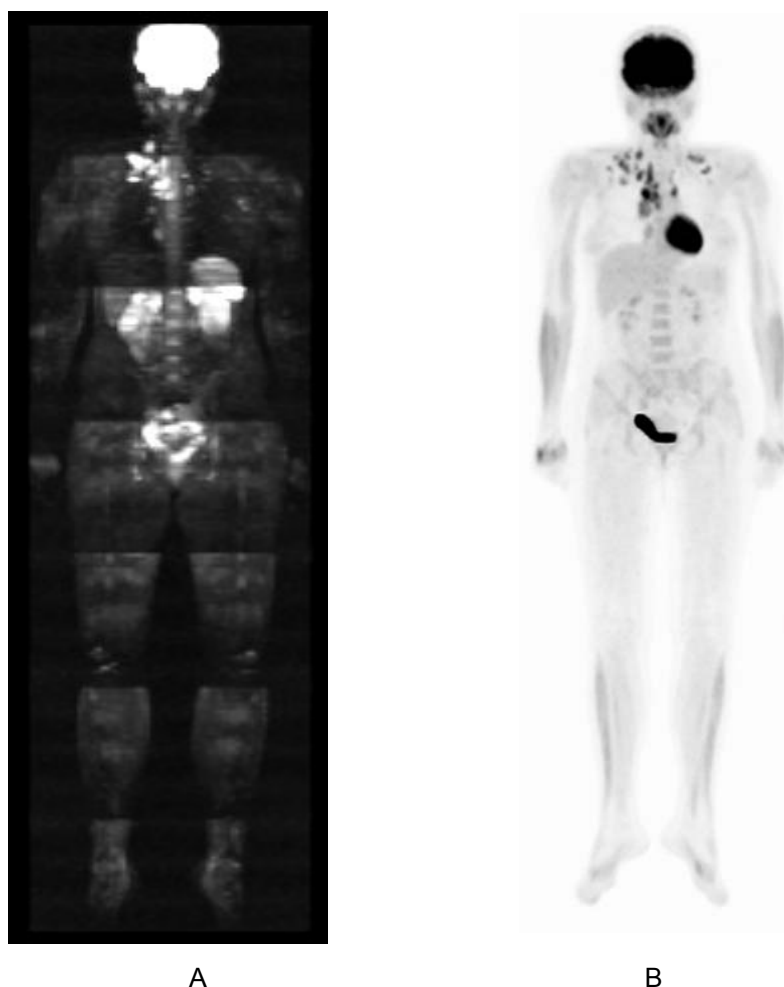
Paciente feminina, 15 anos, estadiando linfoma de Hodgkin, tipo esclerose nodular. As imagens no plano coronal (a) difusão e (b) PET-CT, evidenciam linfonodomegalias mediastinais e supra-claviculares.
